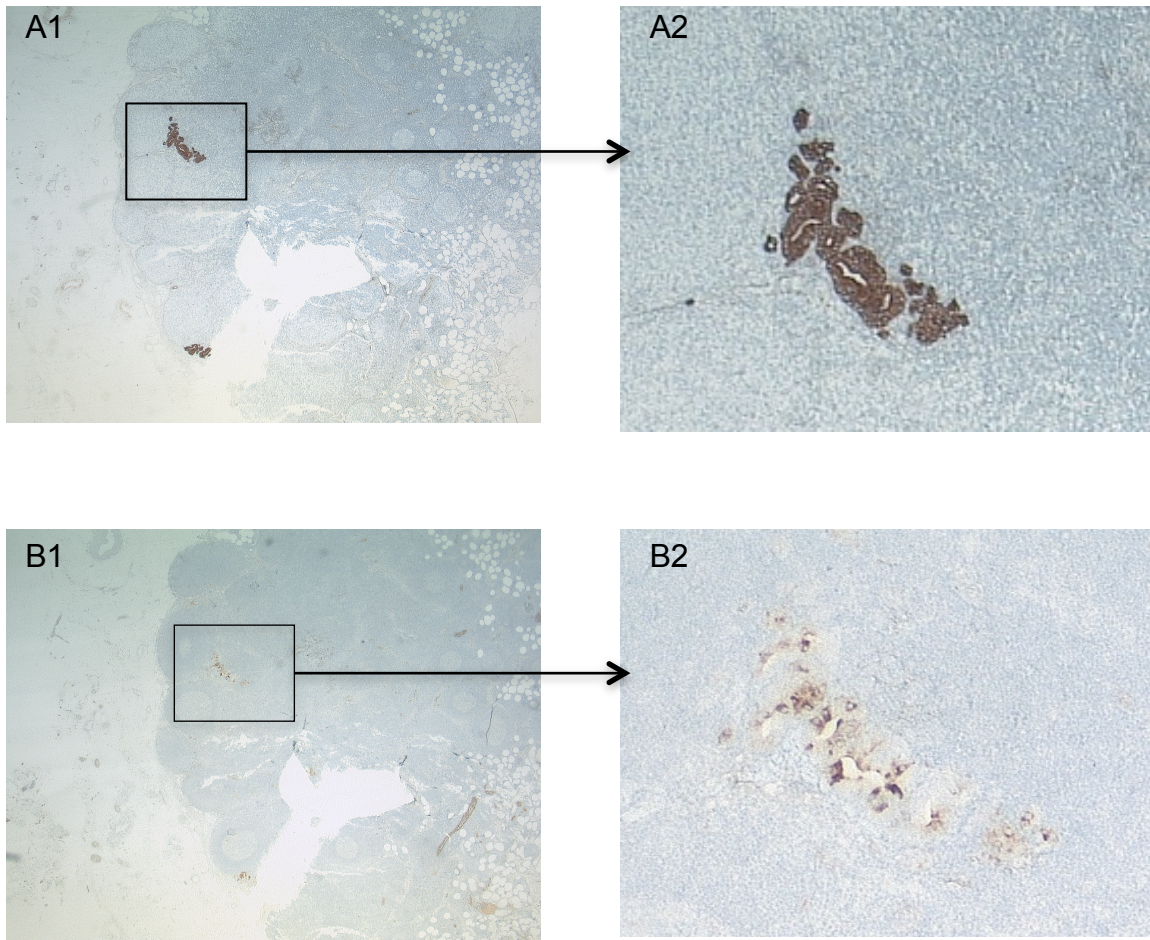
Pankeratinfärbung (MNf116) und PSMA-Färbung
